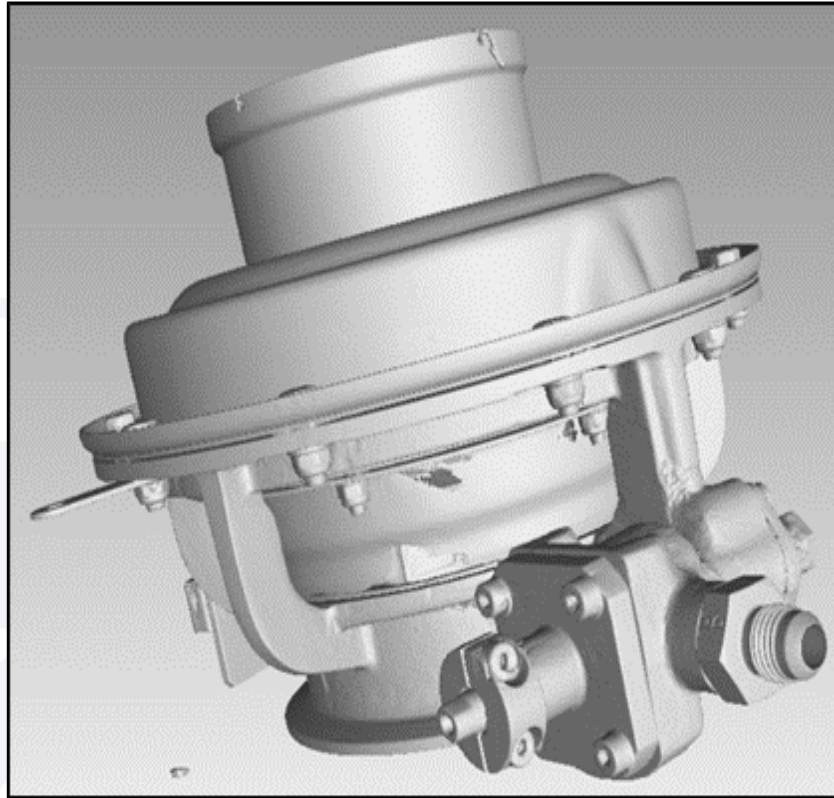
Tomografia computadorizada da *Positive Relief Valve*. Vista em perspectiva.
